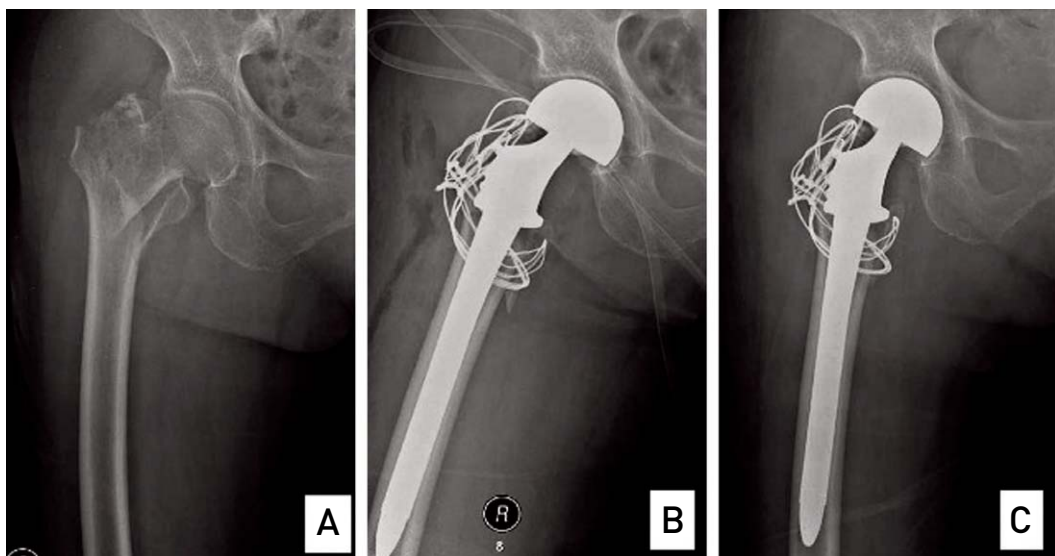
(A) Right hip anteroposterior and lateral radiography of 81-year-old female patient shows A2 femoral intertrochanteric fracture. (B) Postoperative radiograph shows calcar replacement stem is tightly fitted after bipolar hemiarthroplasty with eight figure & cerclage wiring. (C) Postoperative 24 month follow up radiograph shows no position change or subsidence of the stem and bony union of greater and lesser trochanter.
